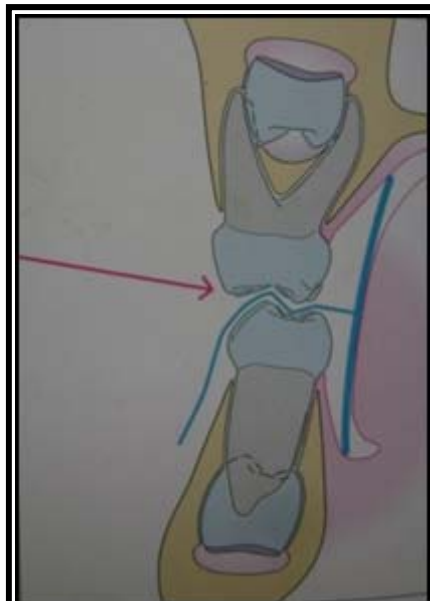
Imagen de la posición correcta de la radiografía de aleta mordible.
